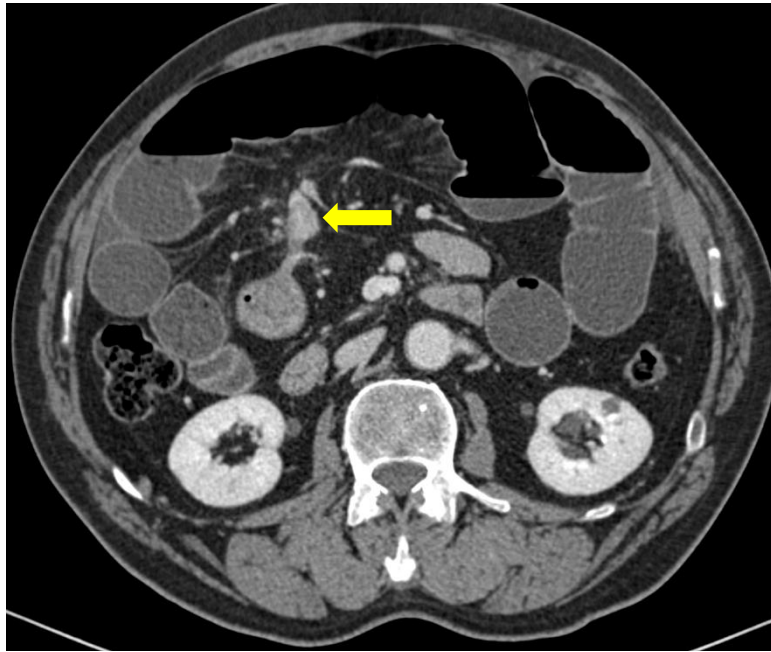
TCMD abdominal en plano axial y RM abdominal en secuencias de difusión (DWI y ADC). TNE Grado 2 de íleon distal (flecha). En RM, múltiples lesiones nodulares hepáticas con restricción a la difusión (puntas de flecha), sospechosas de metástasis.
